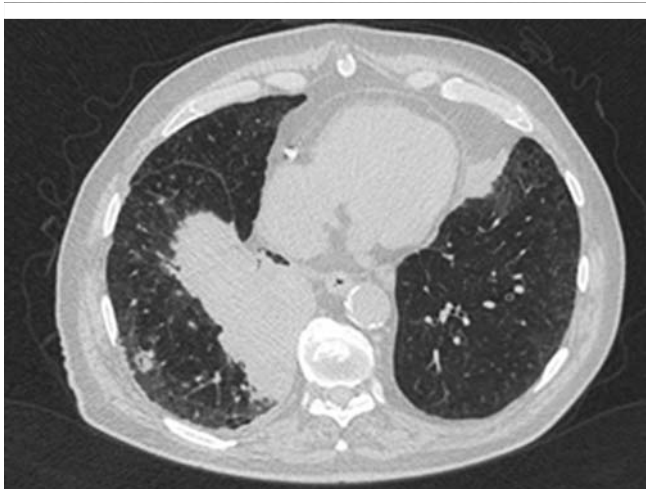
CT-Thorax axiale Darstellung, Verdichtung und flauere Infiltrate unter anderem im rechten Unterlappen (mit freundlicher Genehmigung des Zentrums für diagnostische und interventionelle Radiologie, Prof. Dr. T. Vogl).
